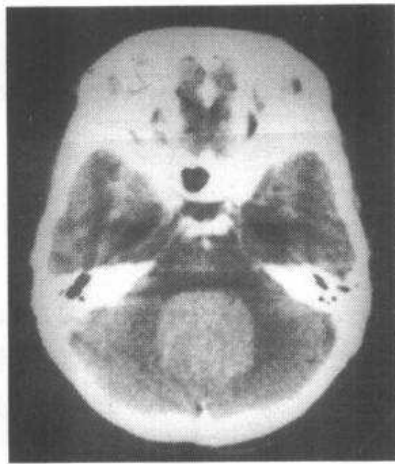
髓母细胞瘤 CT 增强图像，小脑蚓部圆形占位，均匀强化，幕上脑积水
